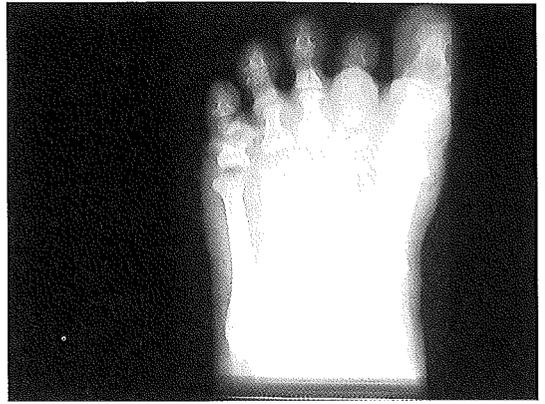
Röntgenaufnahme des Vorfußes a. p. nach kompletter Vorfußkorrektur nach Tillmann. Die Grundgliedbasen sind wieder auf die Metatarsalia reponiert, der Halluxvalgus-Winkel ist korrigiert.
